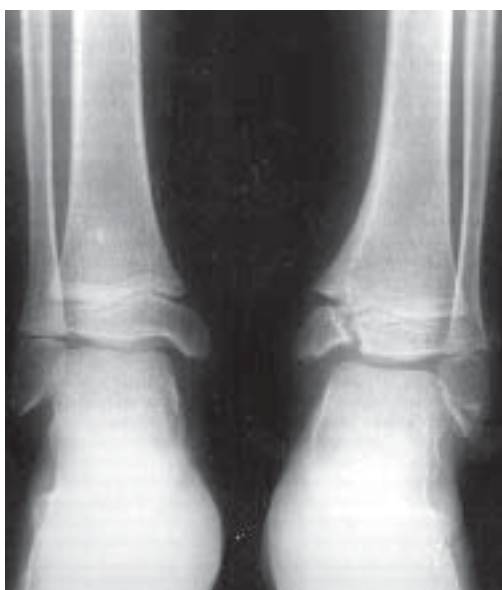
17. Fracturi epifizometafizare tip 4. Radiografie tibiotars comparativ AP.
